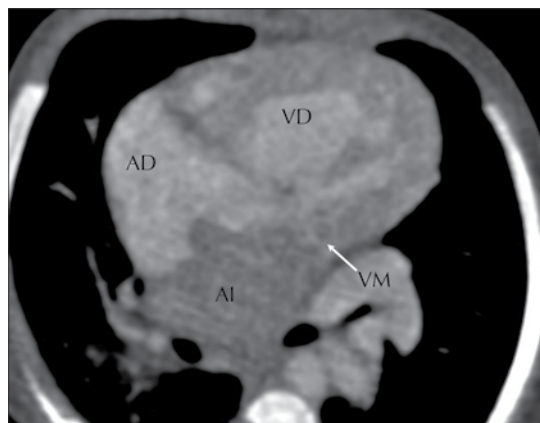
Tomografía cardiaca, corte de cuatro cámaras: poca atenuación del paso de contraste a la aurícula izquierda y al ventrículo izquierdo, así como falta de permeabilidad de la válvula mitral. Atresia mitral verdadera.
